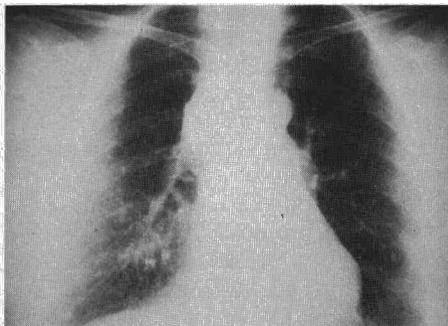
Radiografía postero-anterior; tumor mediastínico anterior.
